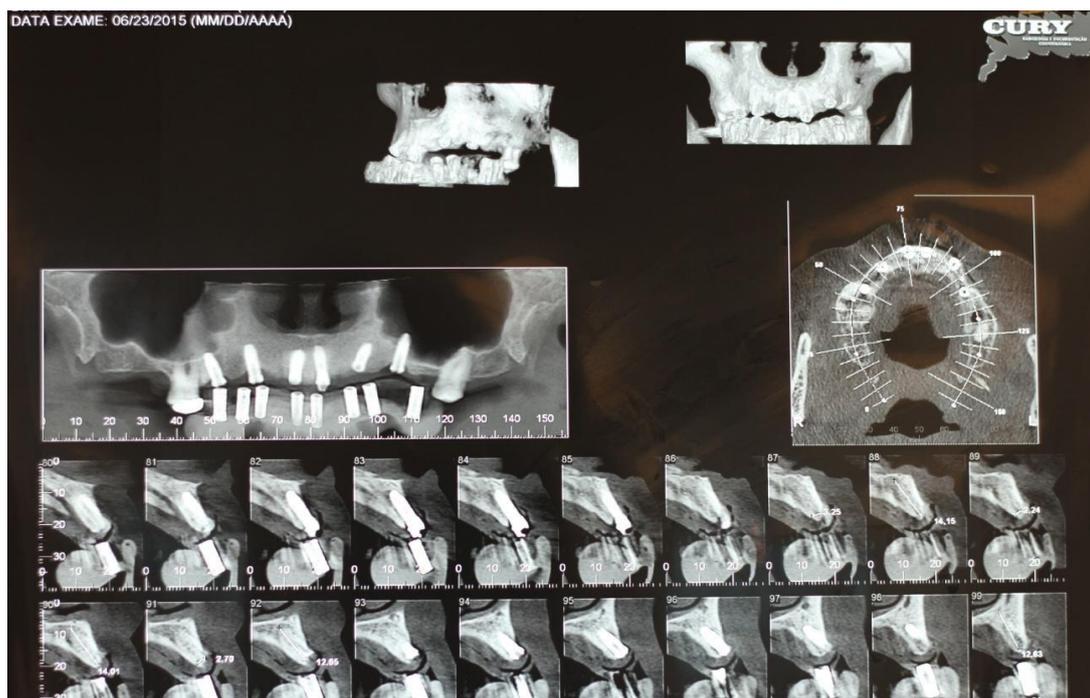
Tomografia computadorizada
